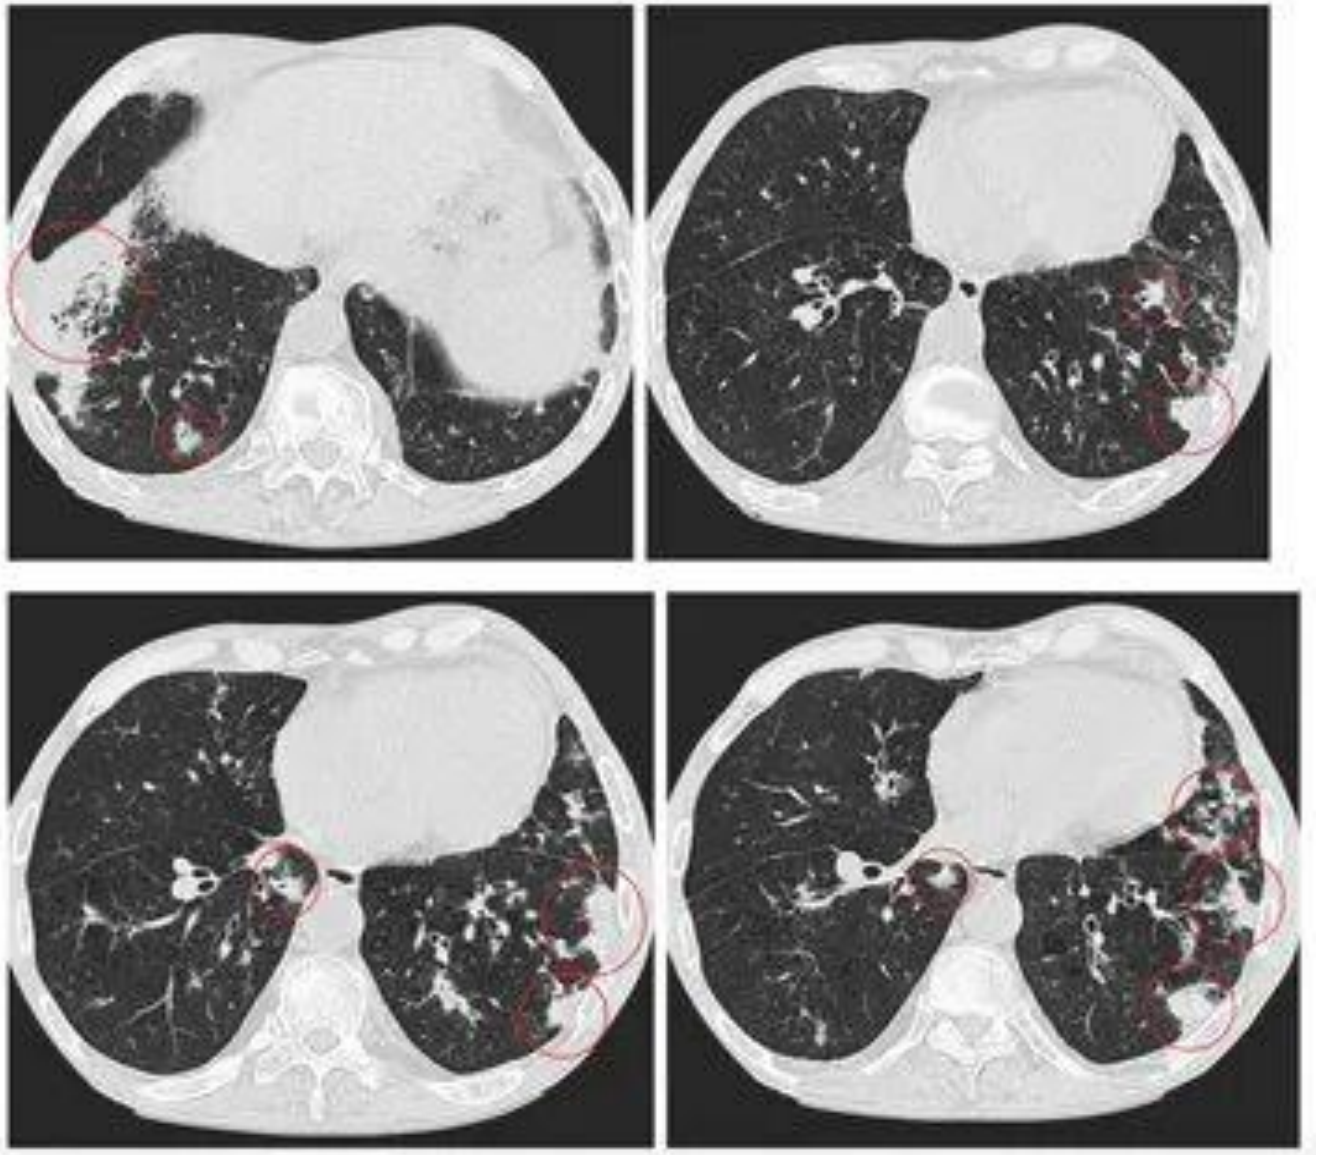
Бактериальная внебольничная пневмония слева при КТ-исследовании легких
